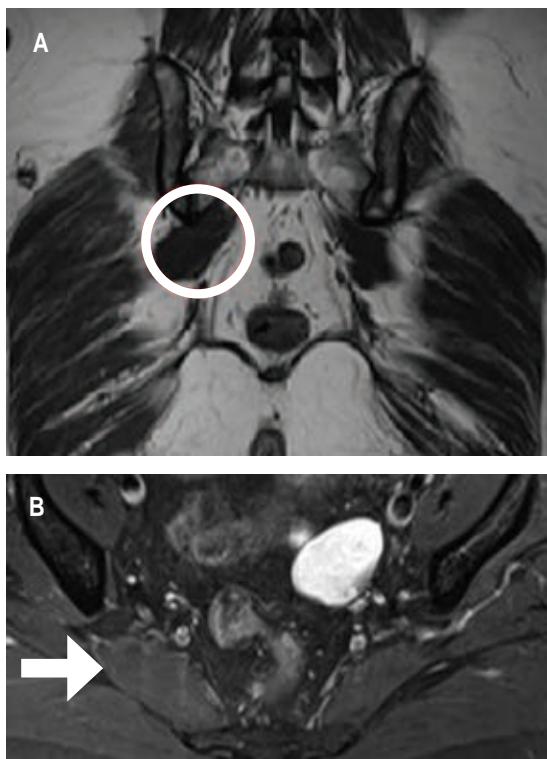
A) La resonancia magnética coronal de pelvis muestra asimetría de los músculos piramidales, con agrandamiento del músculo derecho. B) La resonancia magnética de pelvis axial muestra asimetría de los músculos piriformes, con agrandamiento del músculo derecho.
